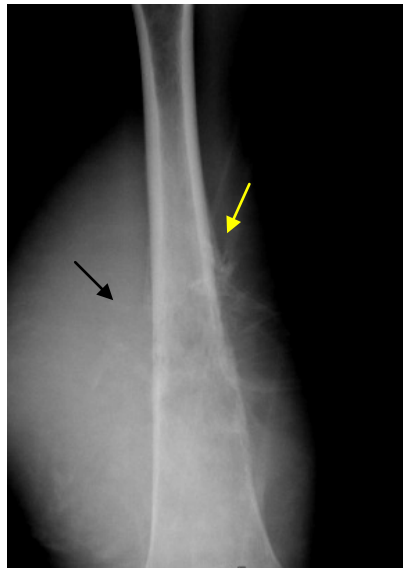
Une radiographie de face: ostéosarcome du fémur chez un adolescent de 17 ans. Ostéolyse type III perméative (flèche noire) avec réaction périostée discontinue en éperon de Codeman (flèche jaune) avec rupture de la corticale).
